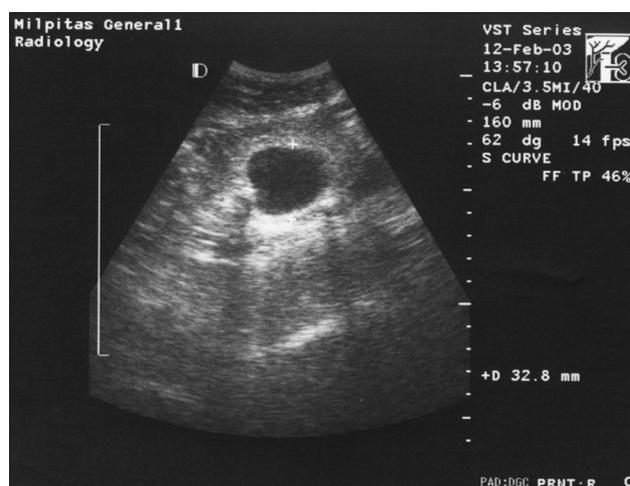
УЗИ нефункционирующего трансплантата: расширение лоханки, в почке визуализируются два конкремента диаметром 0,8 и 0,5 см
